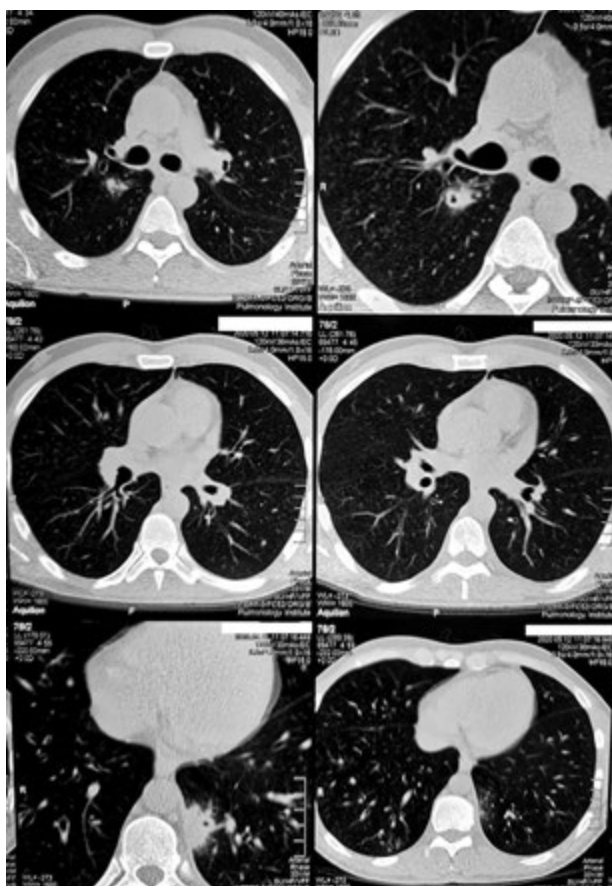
КТ легень. Інфільтративний туберкульоз обох легень
